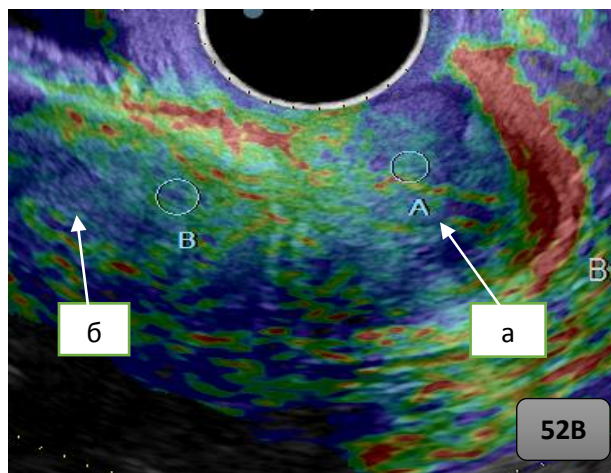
Рисунок 52В. — Ультразвуковая томограмма шейки матки через 1 год после проведенного лечения (равномерное окрашивание шейки матки и миометрия: IV эластотип): а) шейка; б) миометрий.
